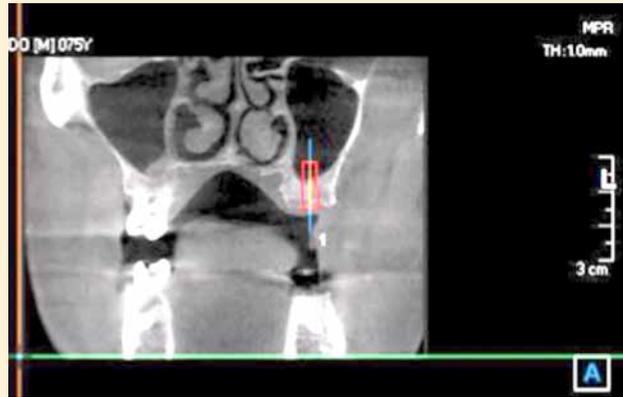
Tomografía volumétrica.
